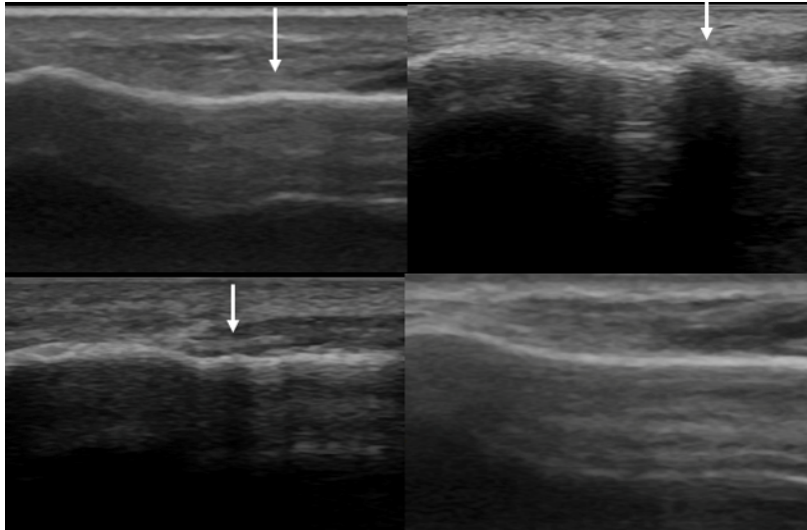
左上：症例 1 骨折 5 週前の超音波画像
